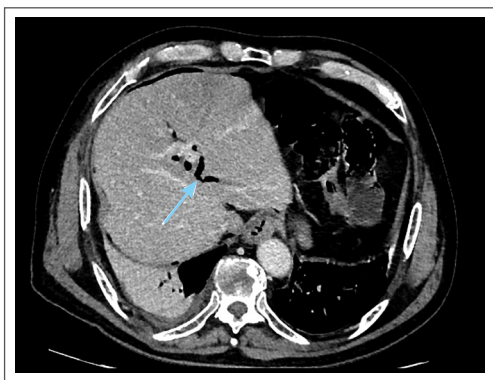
Abdominal CT scan showing pneumobilia (blue arrow).
